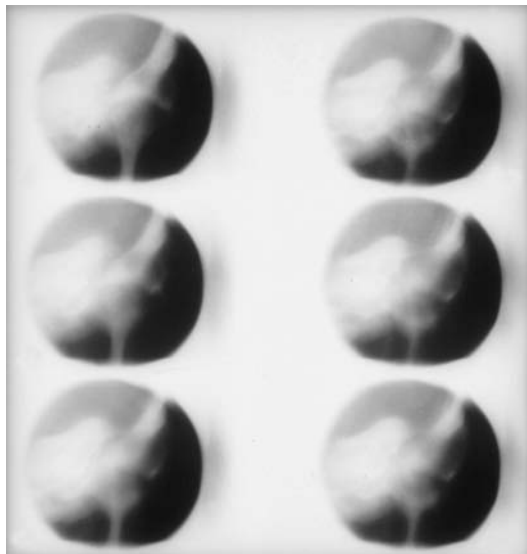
Secuencia obtenida mediante poliotomografía con barrido hipocicloide en la que se detecta la asociación de un colesteatoma en una agenesia de oído medio.
